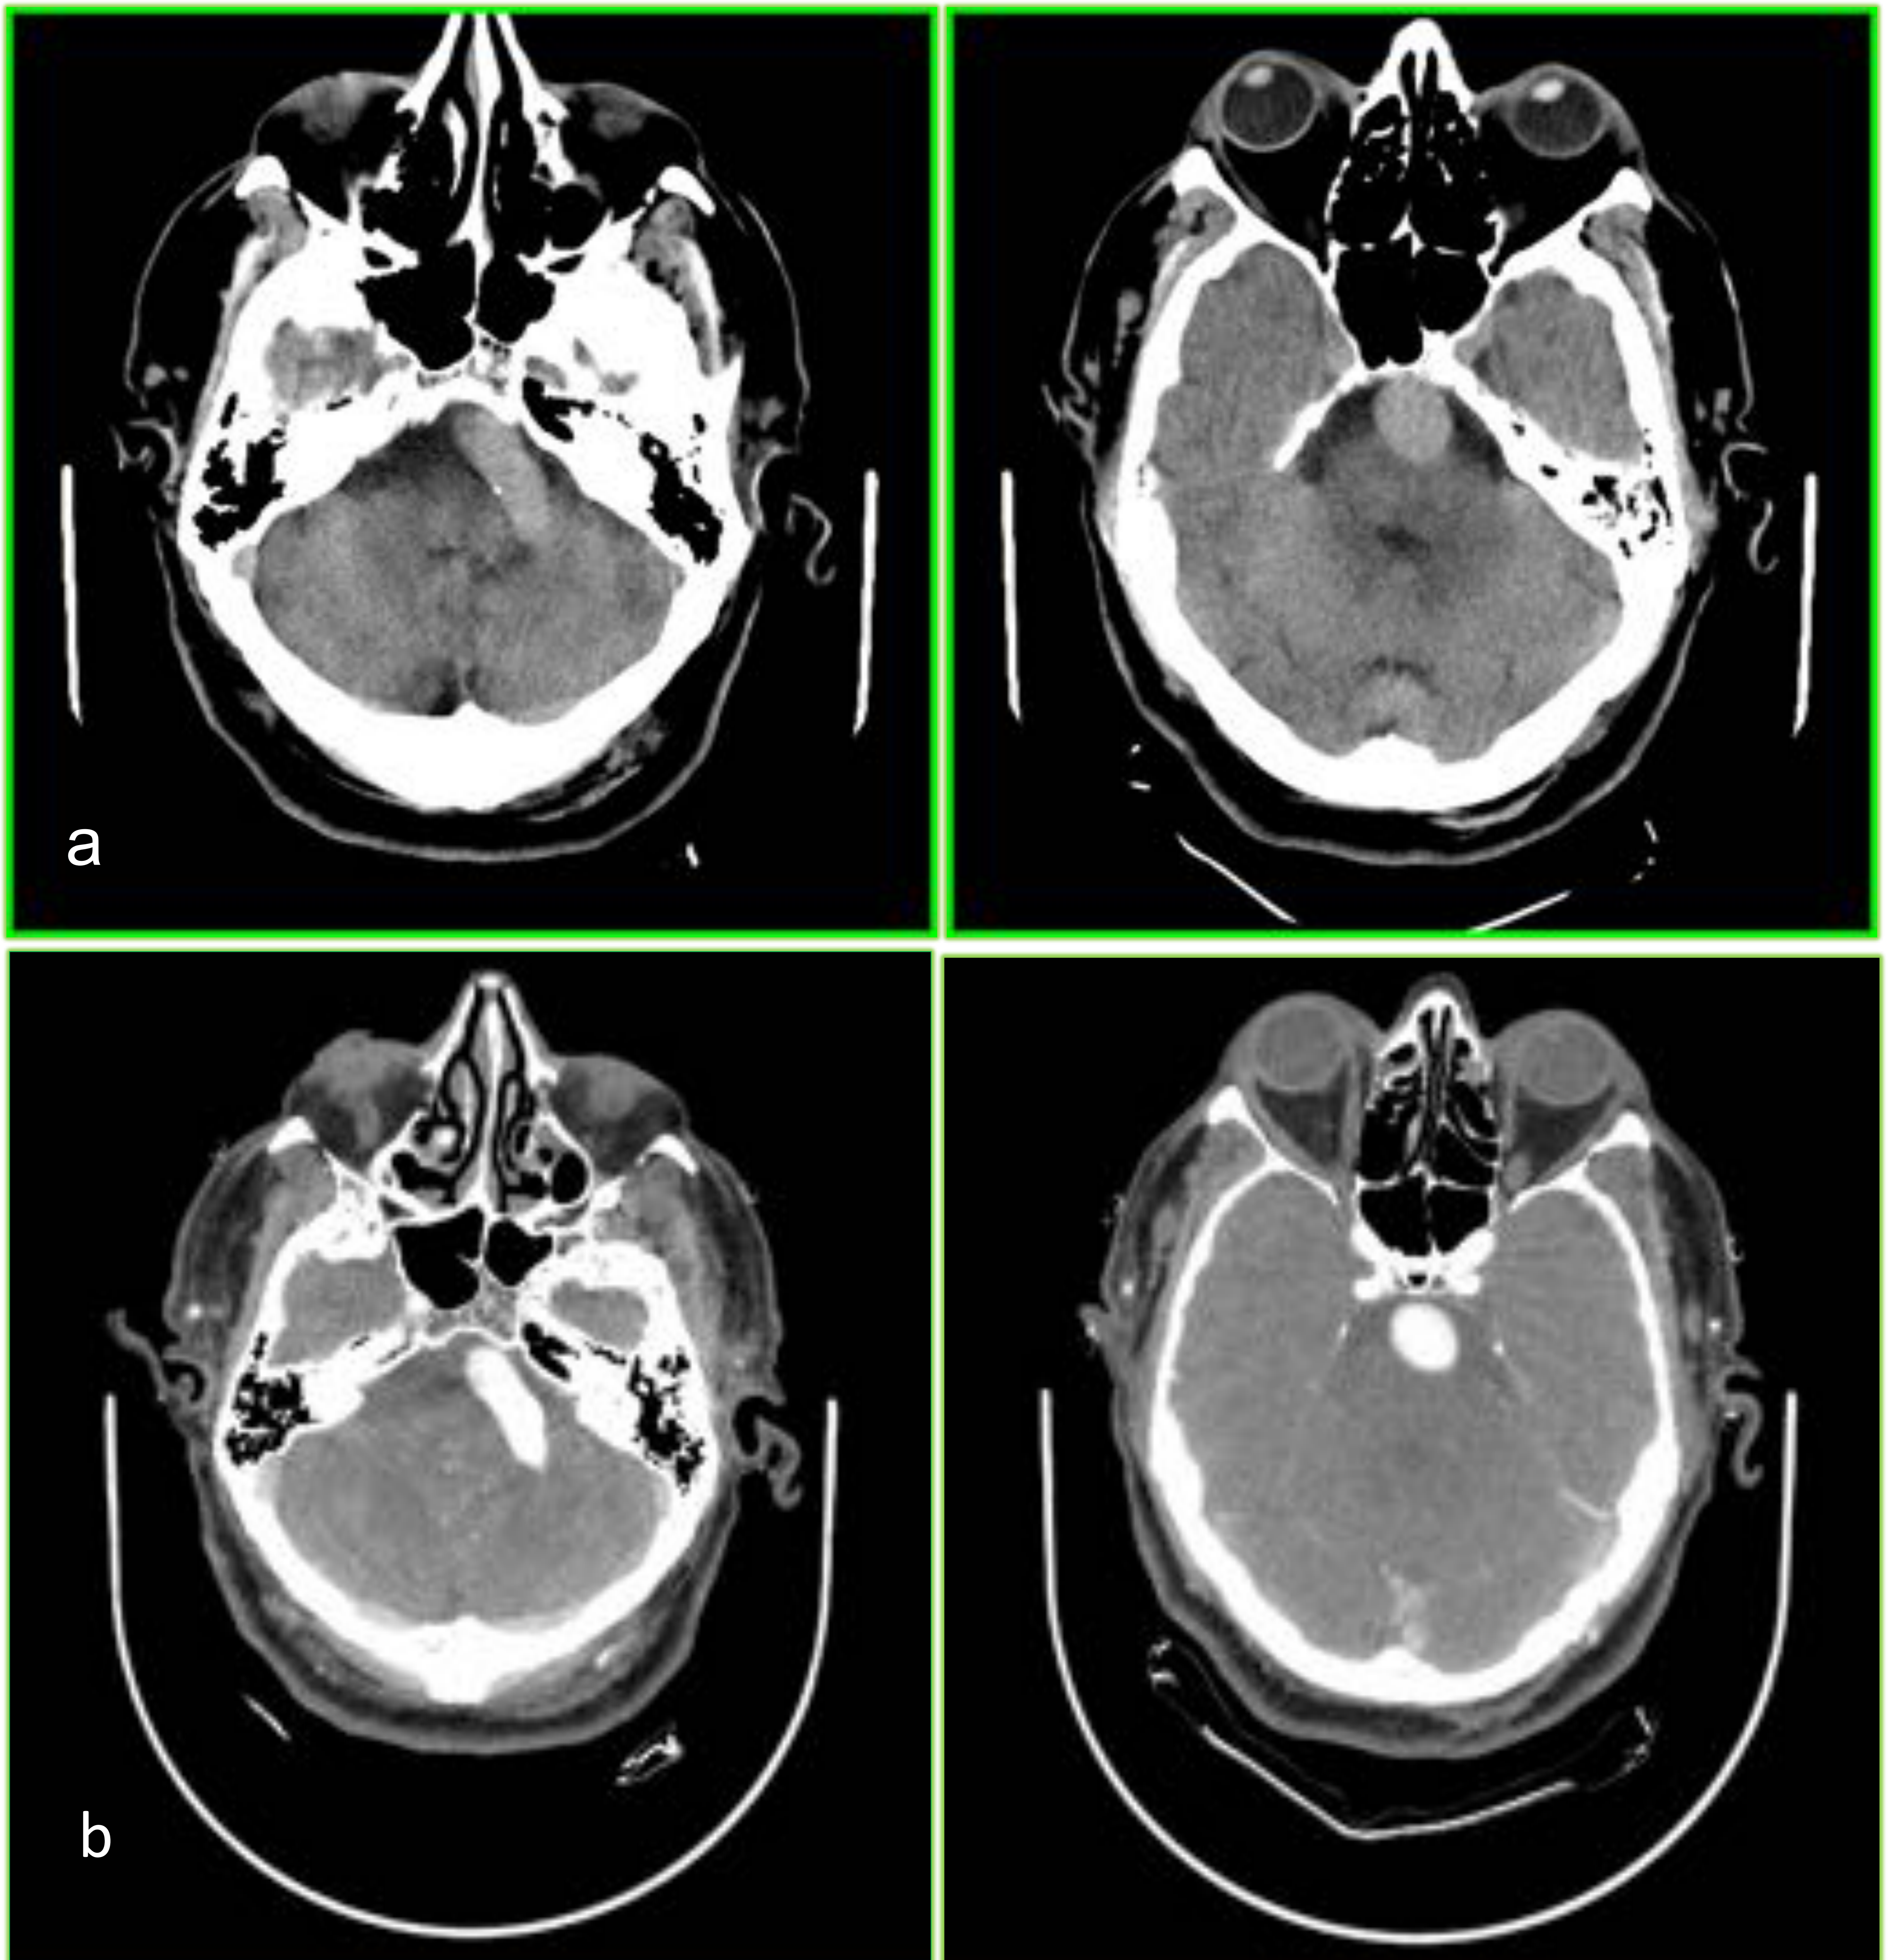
Cortes axiales de TC sin contraste (a) y TC dinámico con contraste iv. (b) realizado ante la sospecha de lesión isquémica de fosa posterior. El estudio de perfusión no mostró alteraciones en los parámetros de TTM, CBV y CBF.
